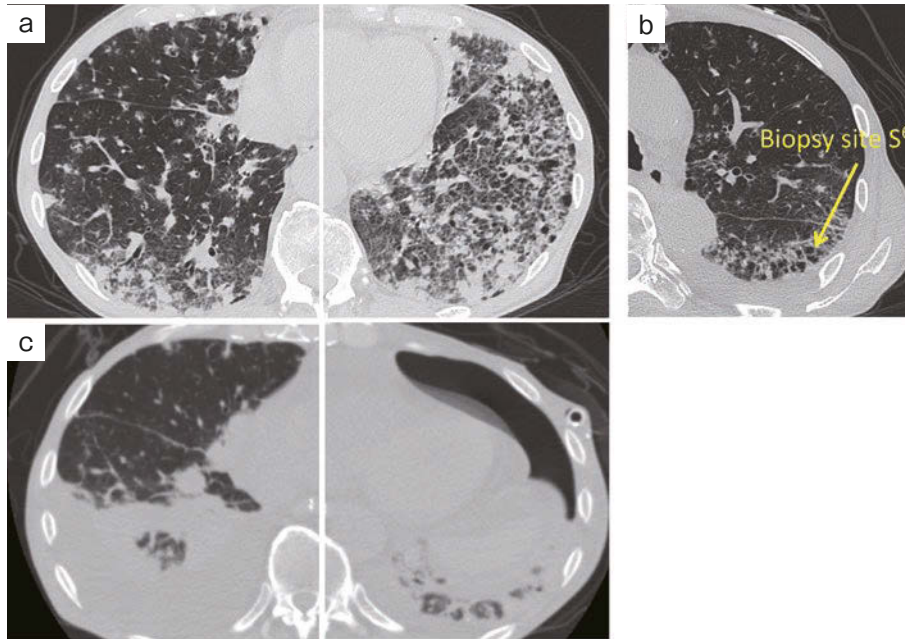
Chest computed tomography (CT) scan findings. (a) At a previous hospital. A ground-glass appearance and multiple nodules in the bilateral lower lung fields. (b) At our hospital. The site of the left S⁶ surgical lung biopsy (yellow arrow), and (c) bilateral pleural effusions after tapering corticosteroid treatment. Persistent left-sided pneumothorax occurred after video-assisted thoracoscopic surgery.
